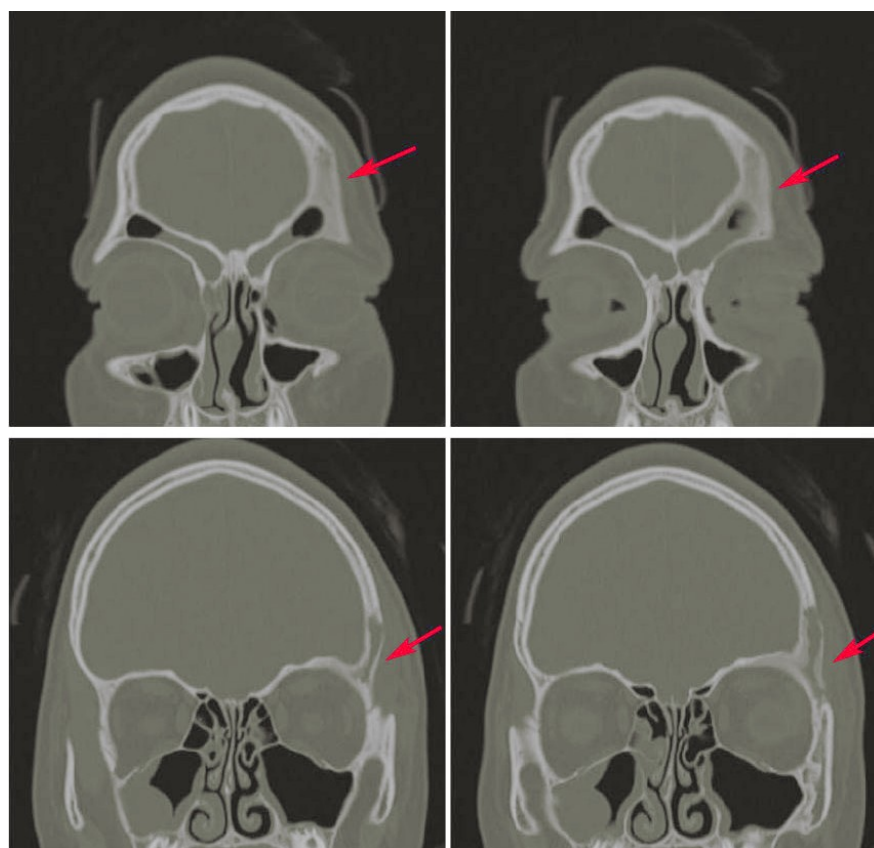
TC cranio MPR Coronale
